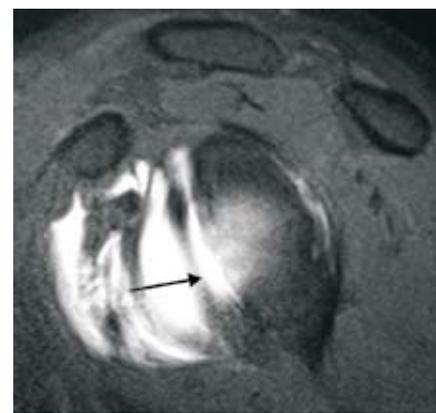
Ressonância com contraste é um ótimo método complementar para visualizar as lesões labrais.
